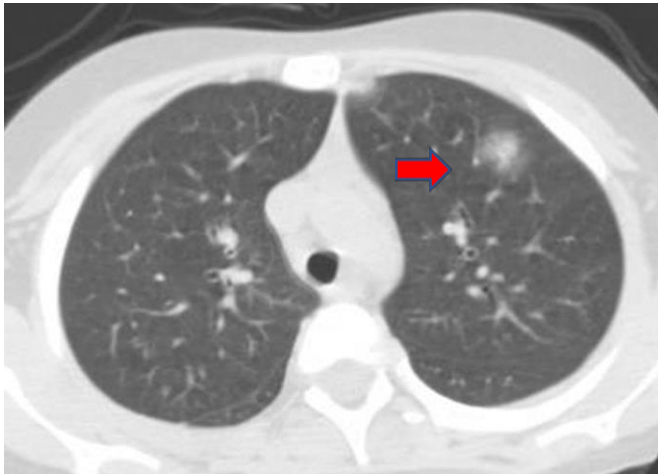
Aspergilosis pulmonar angioinvasiva. TC de tórax sin contraste, ventana para pulmón, corte axial
